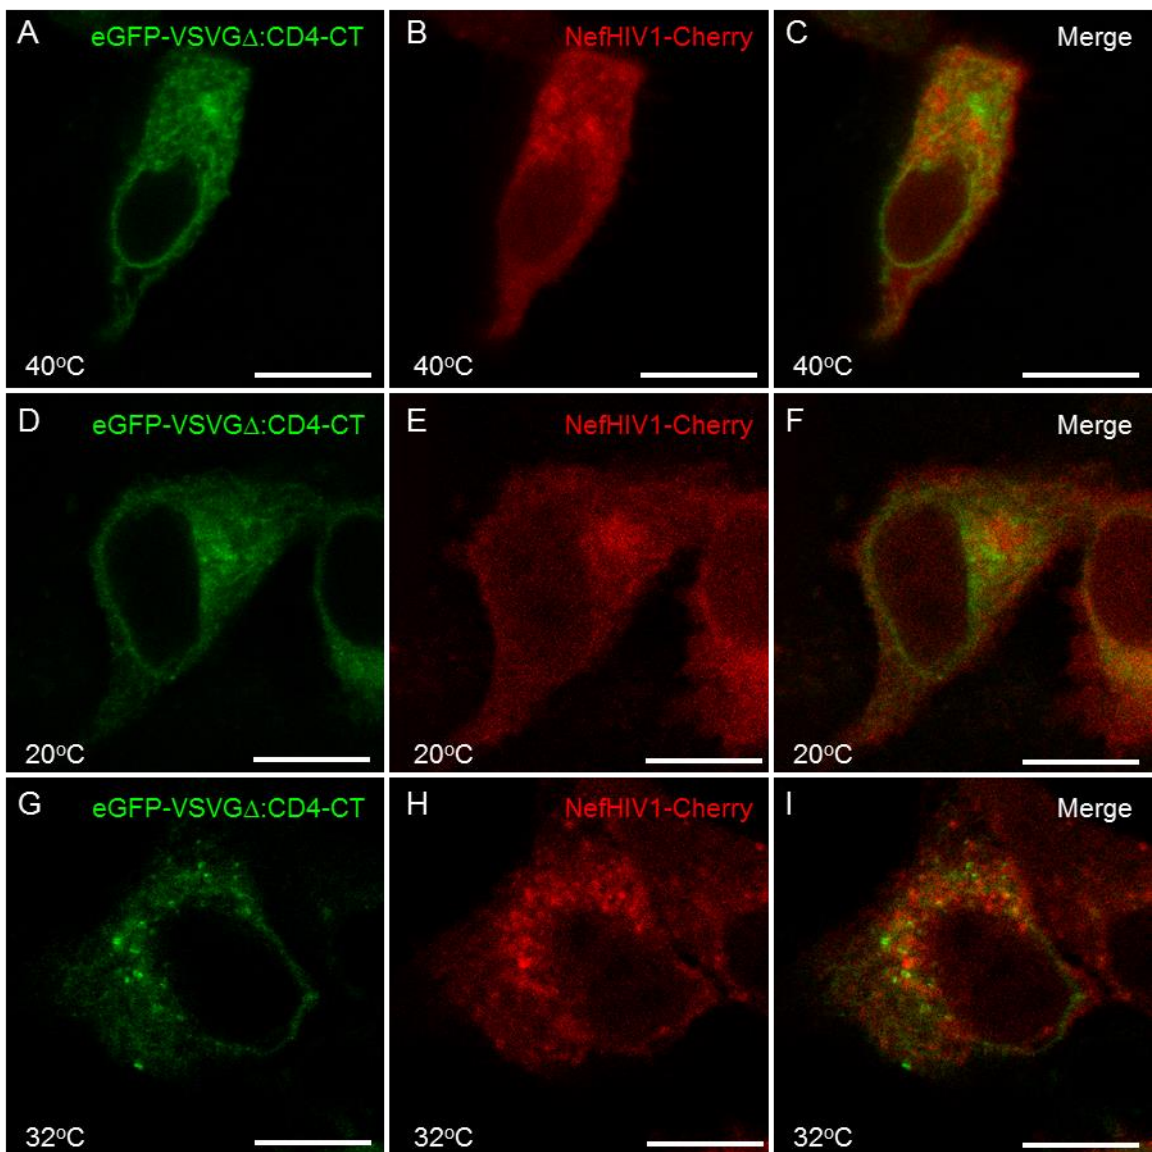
Imagens capturadas das células HeLa transfectadas com pEGFP-N1 VSVG Δ CT:CD4-CT e com pMCherry-N1 Nef-HIV1. (A-C) Células incubadas por 24 horas a 40 °C. Após este tempo, (D-F) as células foram incubadas por 2 horas a 20 °C e, após este período, (G-I) as células foram incubadas por 1 hora a 32 °C. Barra = 10 μ m.
